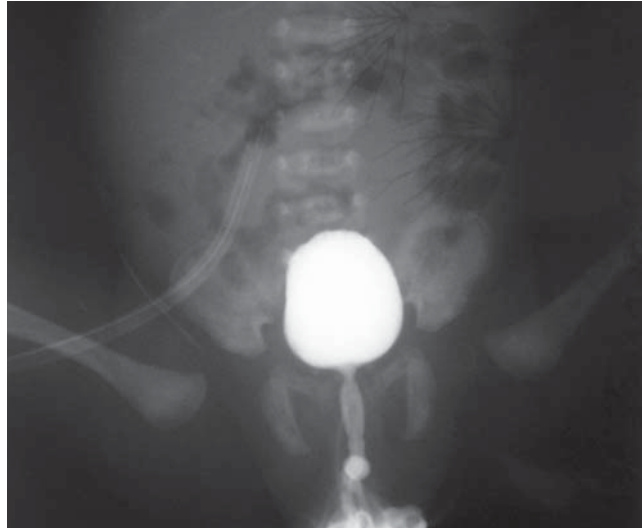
Цистографія. Контури сечового міхура чіткі, рентгенконтрастна речовина обмежена порожниною сечового міхура. Дренаж лапароцентезу в правій здухвинній ділянці
